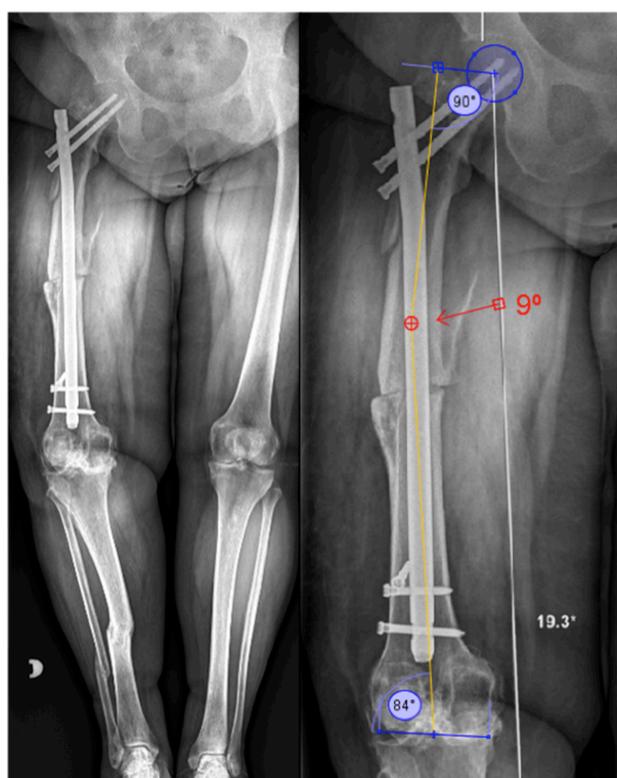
Radiografías post-osteotomía femoral, con 9° de varo residual
